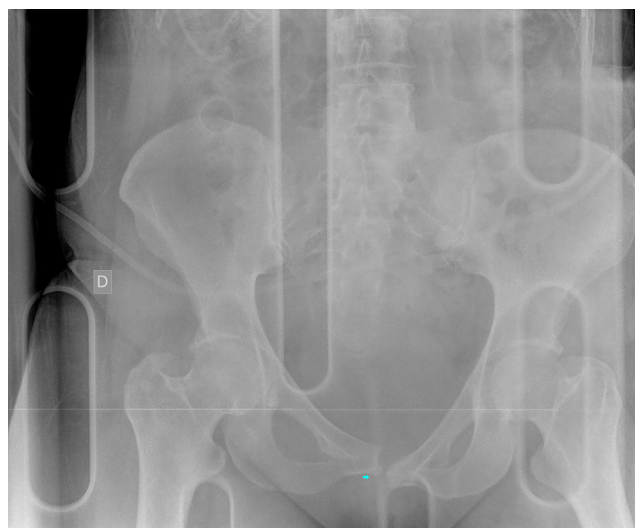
Radiografía de pelvis: fractura de rama isquiopúbica izquierda con luxación de sínfisis púbica.
